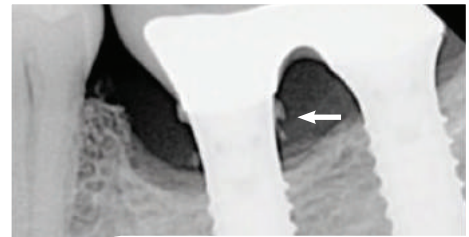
6년 추적 검사 X선에서 눈에 보이는 과잉 시멘트는 시간 경과에 따른 치조골 손실을 보여준다.
